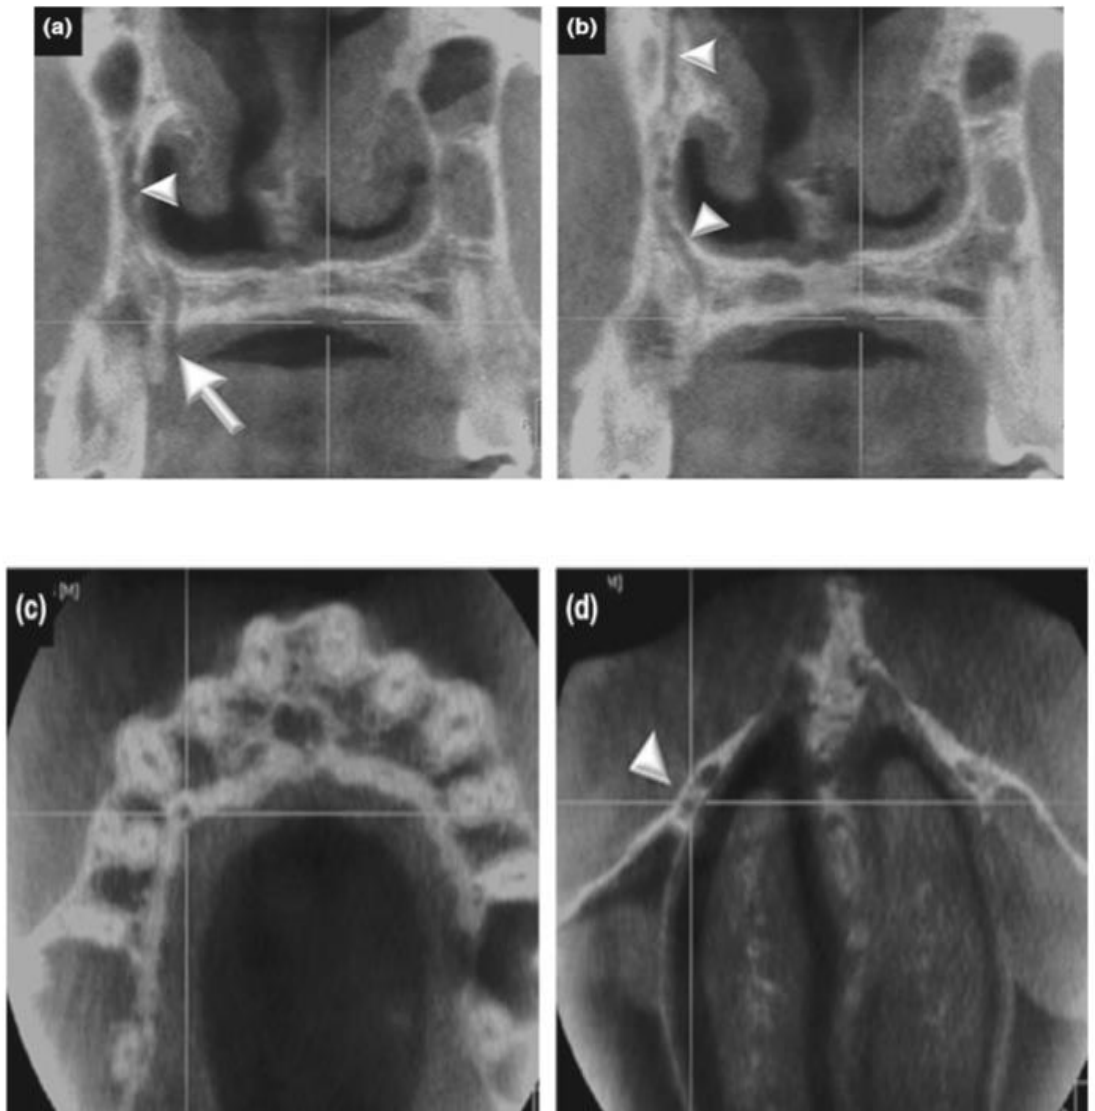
Imagen tomada del artículo De Oliveira-Santos C, Monteiro SAC, Leon JE. Neurovascular anatomical variations in the anterior palate observed on CBCT images. Clin. Oral Impl Res. 2013; 24(9):1044.
